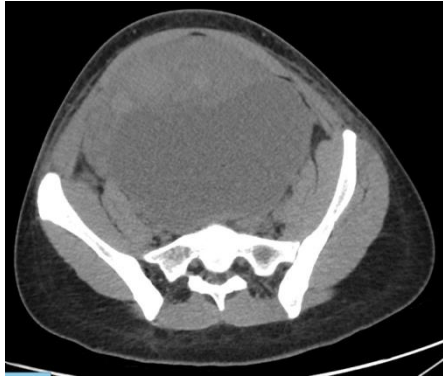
TAC. Tumoración anexial.
